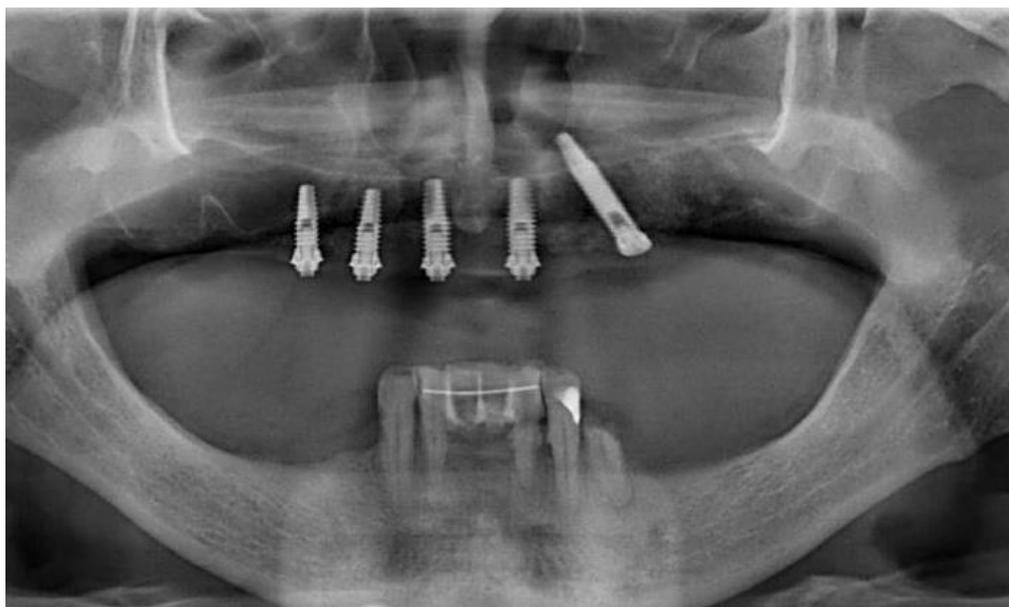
Radiografia panorâmica após cirurgia
